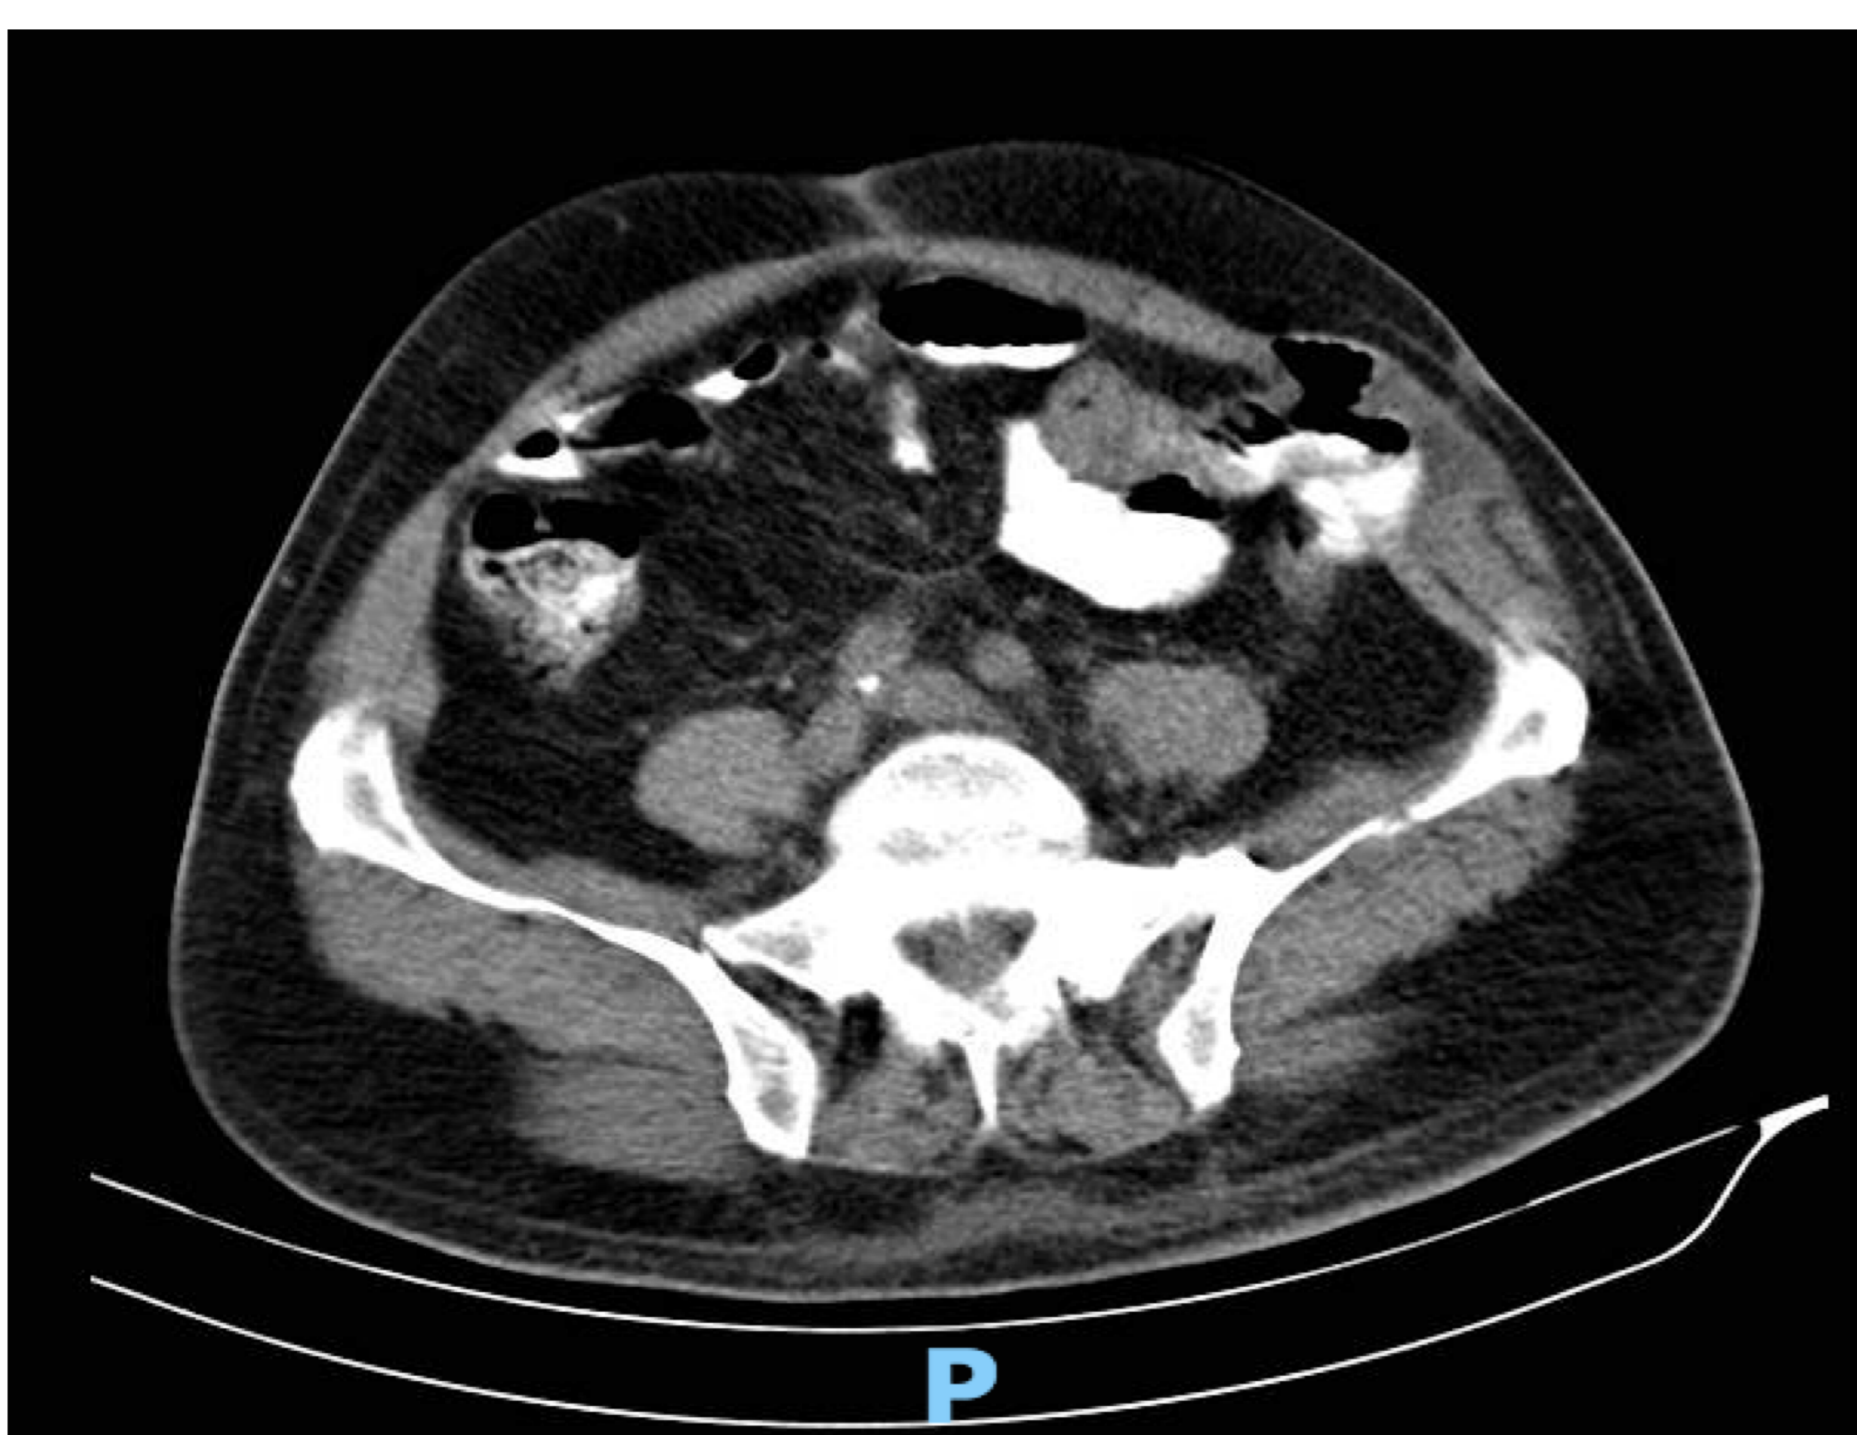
Tomografia axial abdominal (sem contraste), evidenciando hérnia spigeliana a esquerda
